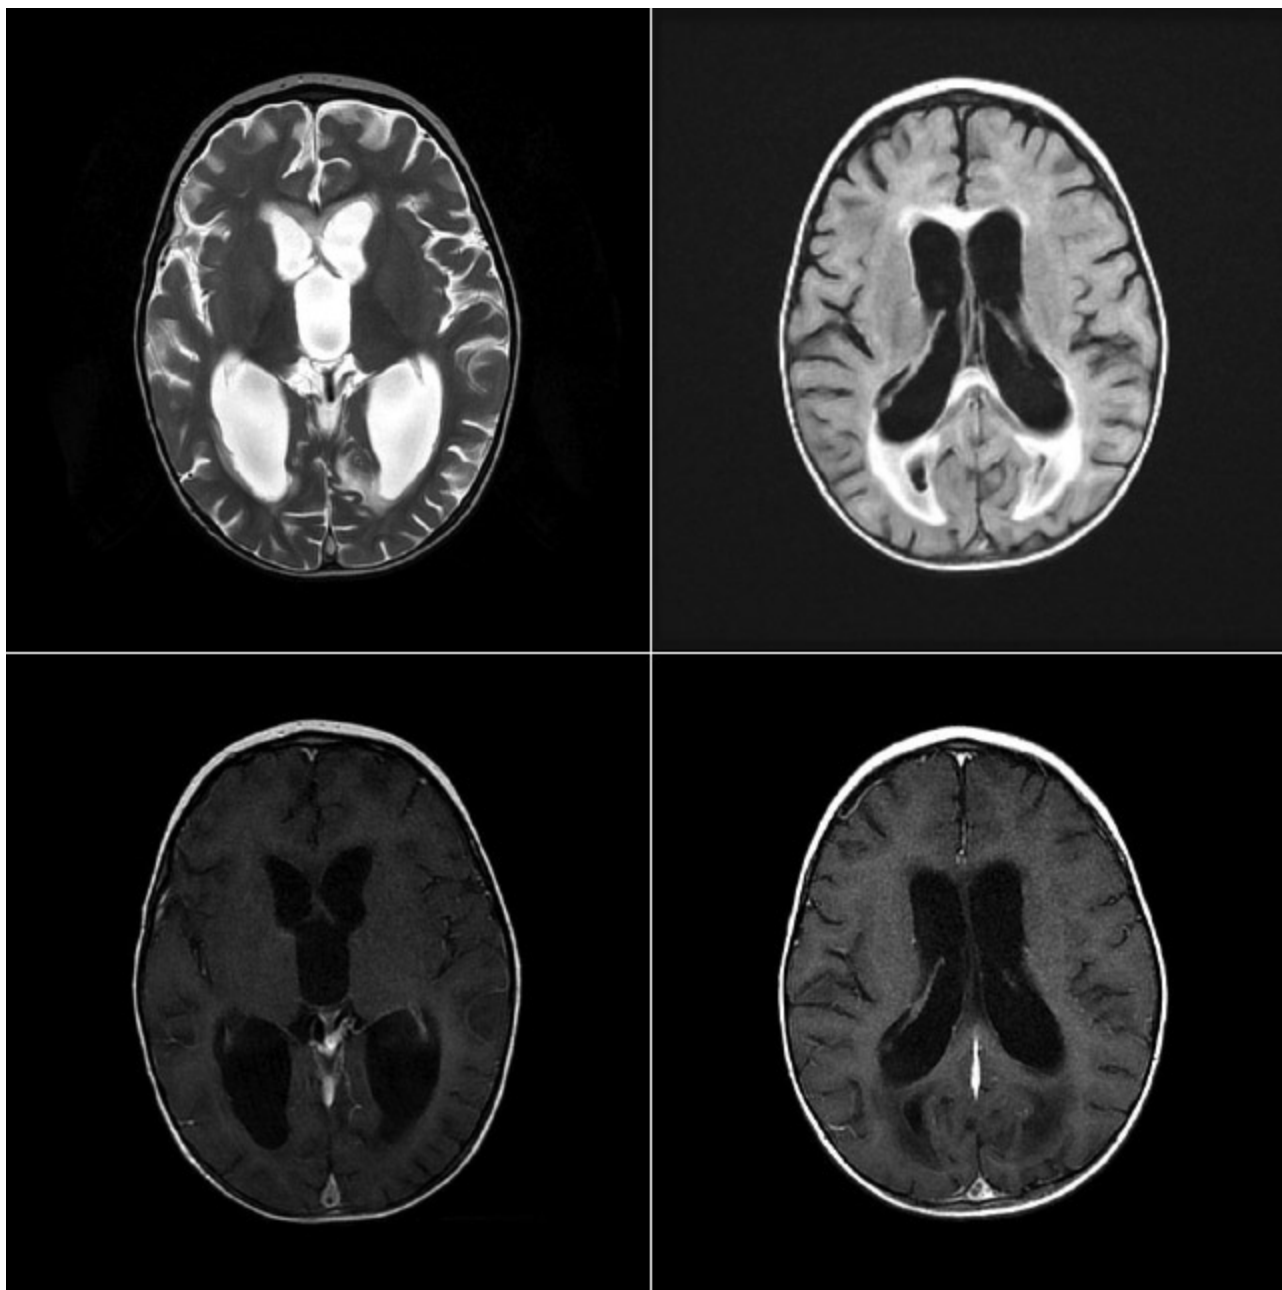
MR głowy (3 doba leczenia) – wokół komór bocznych rozlane obszary podwyższonego sygnału w sekwencji T2 i FLAIR, układ komorowy nadnamiotowy w całości miernie poszerzony, wodociąg mózgu o podwyższonym sygnale jak w przypadku zwolnionego przepływu płynu mózgowo-rdzeniowego, po dożylnym podaniu środka kontrastowego widoczne wzmocnienie opony pajęczkiej, wzmocnienie pogrubiałej wyściółki komór bocznych i komory IV, poszerzenie układu komorowego. *Brain MRI (day 3 from admission): periventricular diffuse areas of increased signal in T2 and FLAIR sequences, enlargement of ventricles, aqueductus cerebri with increased signal as in the disturbed flow of cerebrospinal fluid, after gadolinium enhancement of meninges and ependyma of the ventricles.*
